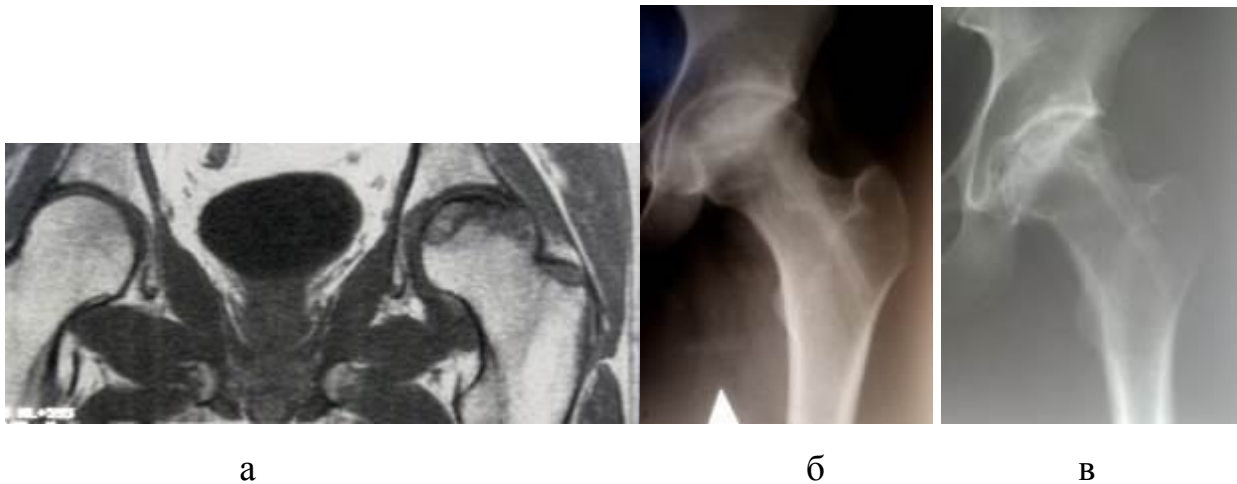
Данные лучевых исследований пациента 3.: а – компьютерная томограмма тазобедренных суставов до операции; б – рентгенограмма тазобедренного сустава спустя год после операции; в – спустя два года после операции
